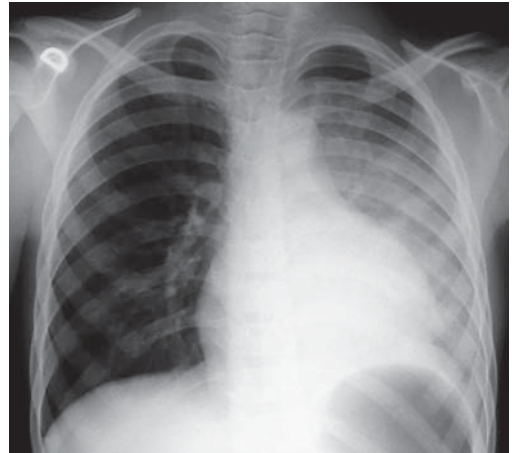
Radiografía de tórax que muestra infiltrado en base izquierda.
